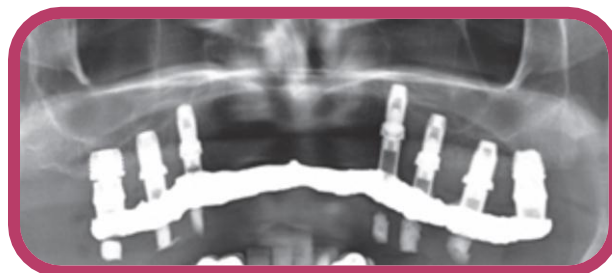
e 14 Aspecto clínico e respectiva radiografia após reabilitação com implantes curtos
